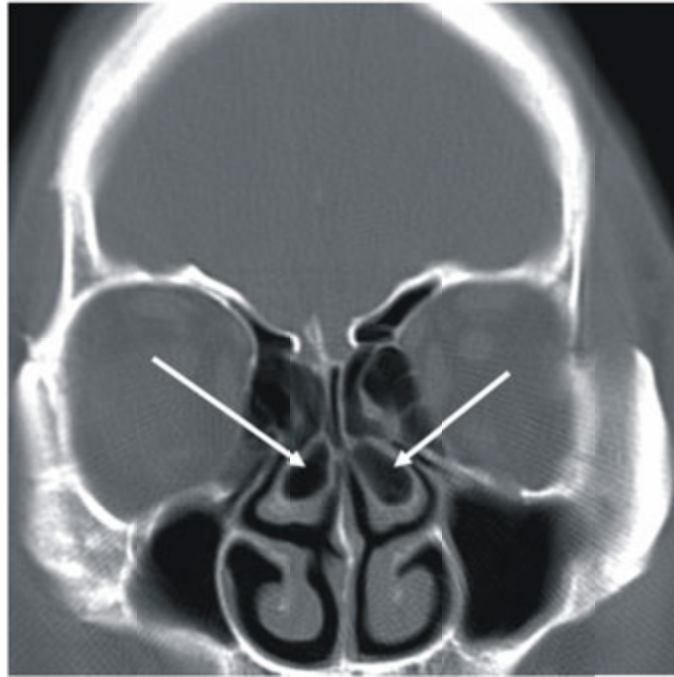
Tomographie des sinus révélant une concha bullosa
